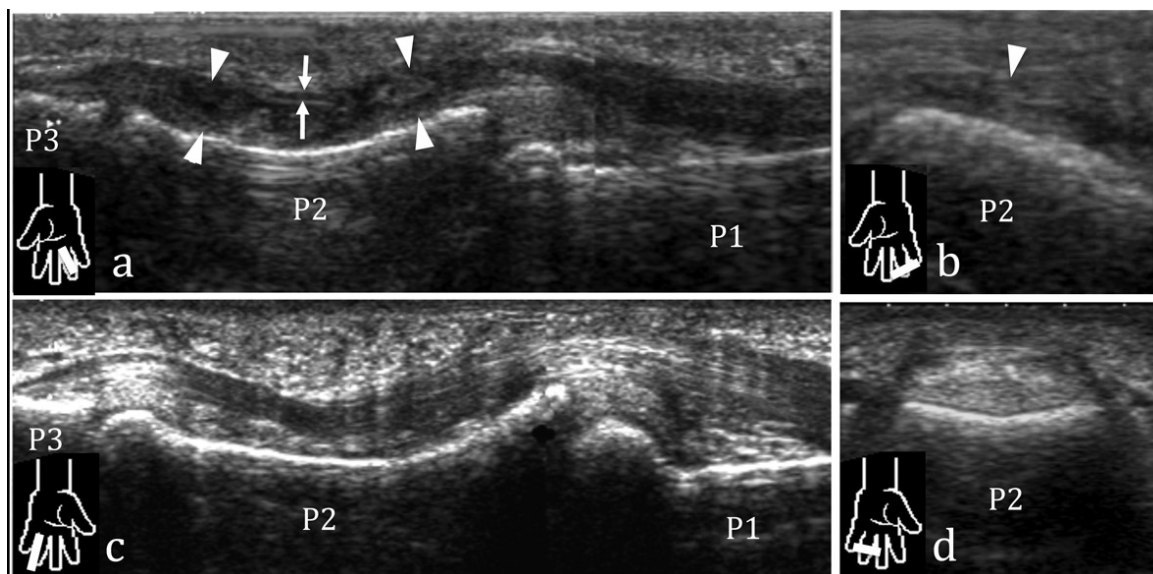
Jersey finger de grade II de Leddy et Packer en échographie.
